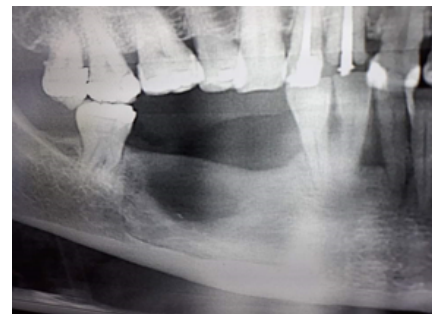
Radiografía panorámica que muestra zona intervenida quirúrgicamente a los 6 meses
